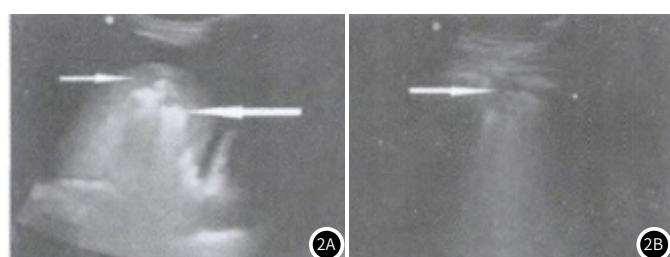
床旁超声图像。图2A左侧箭头为肺实变组织, 右侧箭头为充气支气管; 图2B为胸膜下病变(箭头), 低回声结节, 呈三角形、圆形、条索形或多边形。
